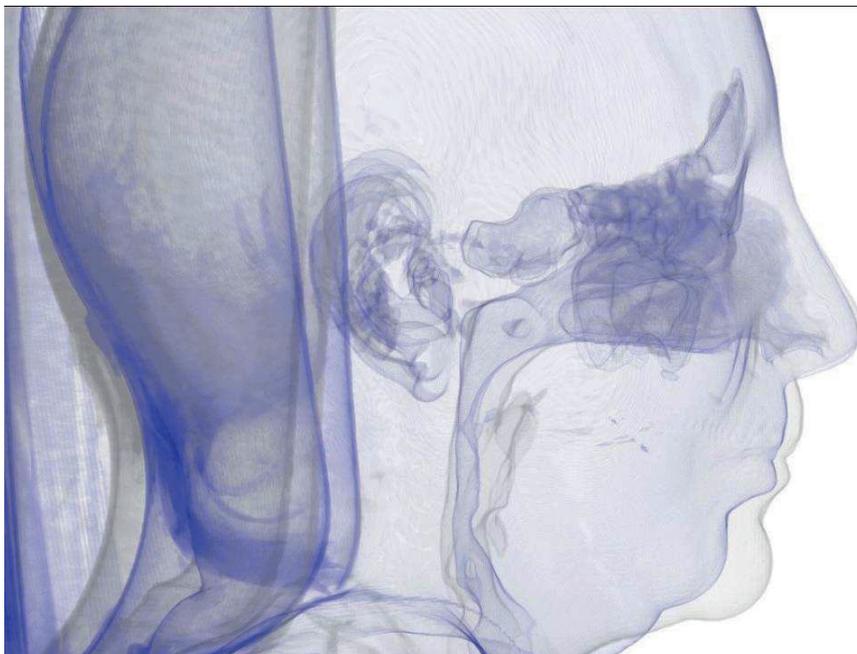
Tomografia de perfil com comparação (inicial e final)
